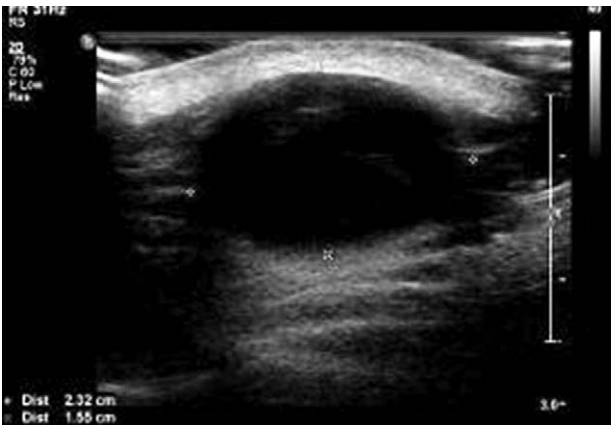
Musculoskeletal ultrasonography showed a hypochoic lesion with regular and well defined margin. It has focal hyperechoic lesion within mass, but there was a definite posterior enhancement.
